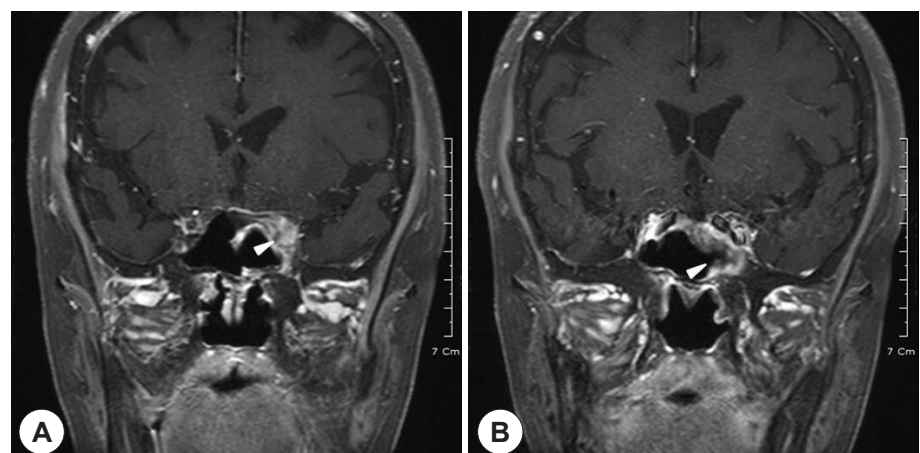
Gadolinium enhanced T1 weighted MR images done on day 40 of pulse therapy, show improvement of inhomogeneous enhancement in the left orbital apex (A, white arrow), and cavernous sinus (B, white arrow).
